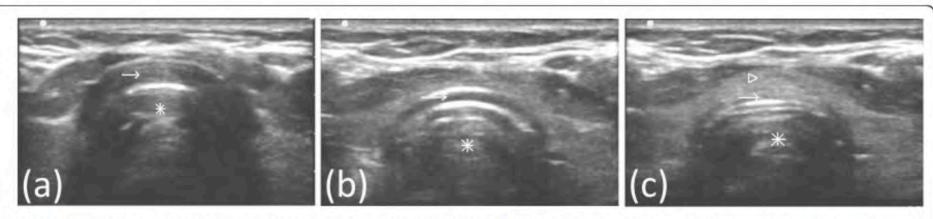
Axial images of trachea and pretracheal structures on ultrasound. Asterisk: Tracheal lumen. (a) Arrow- acoustic shadow of cricoid cartilage. (b) Arrow- acoustic shadow of first tracheal ring. (c) Arrow: Anterior tracheal wall between first and second tracheal rings. Arrowhead-Thyroid isthmus.
